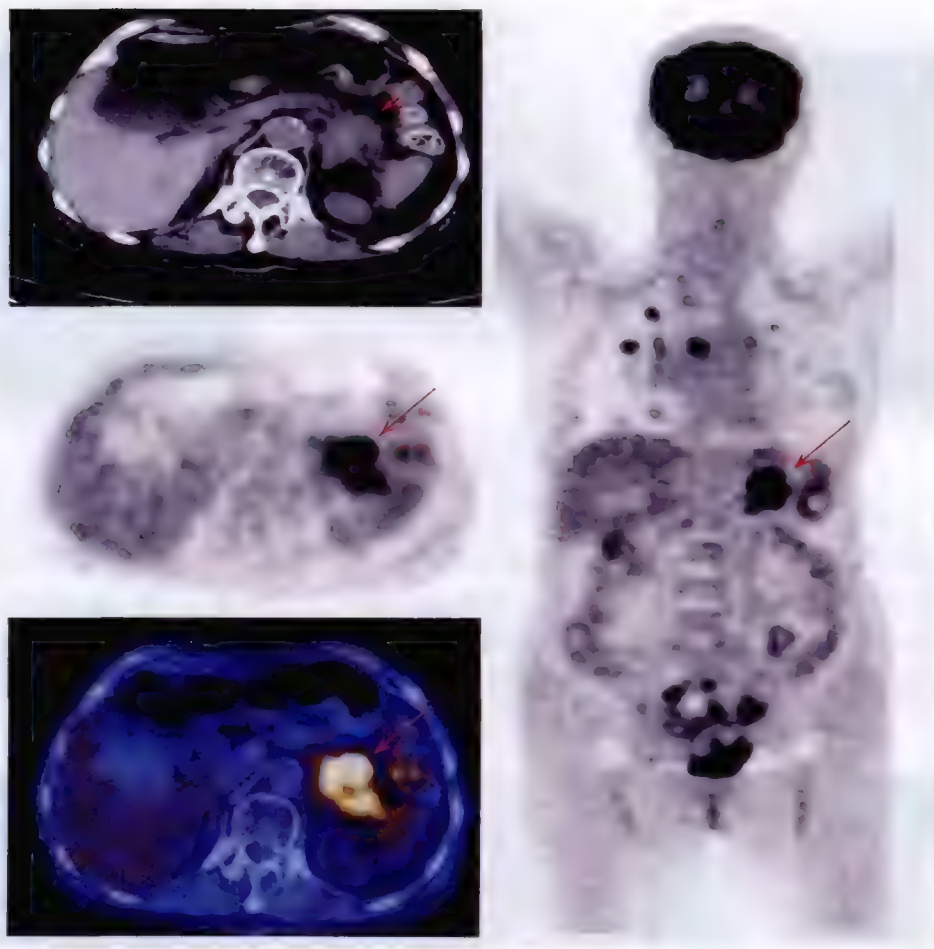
胰腺癌(箭头所指)伴多发转移 ^{18}F -FDG PET/CT 显像
